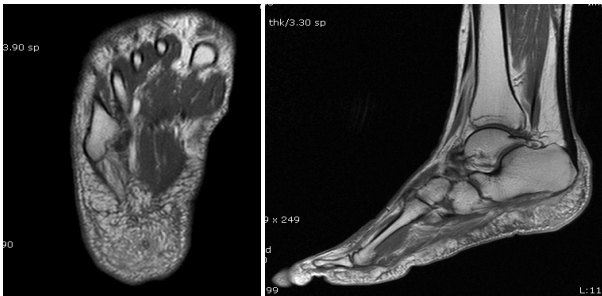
Markedly decreased extent of subcutaneous fluid collection and minimal residual infiltration in heel pad postoperative 3 weeks MRI.
